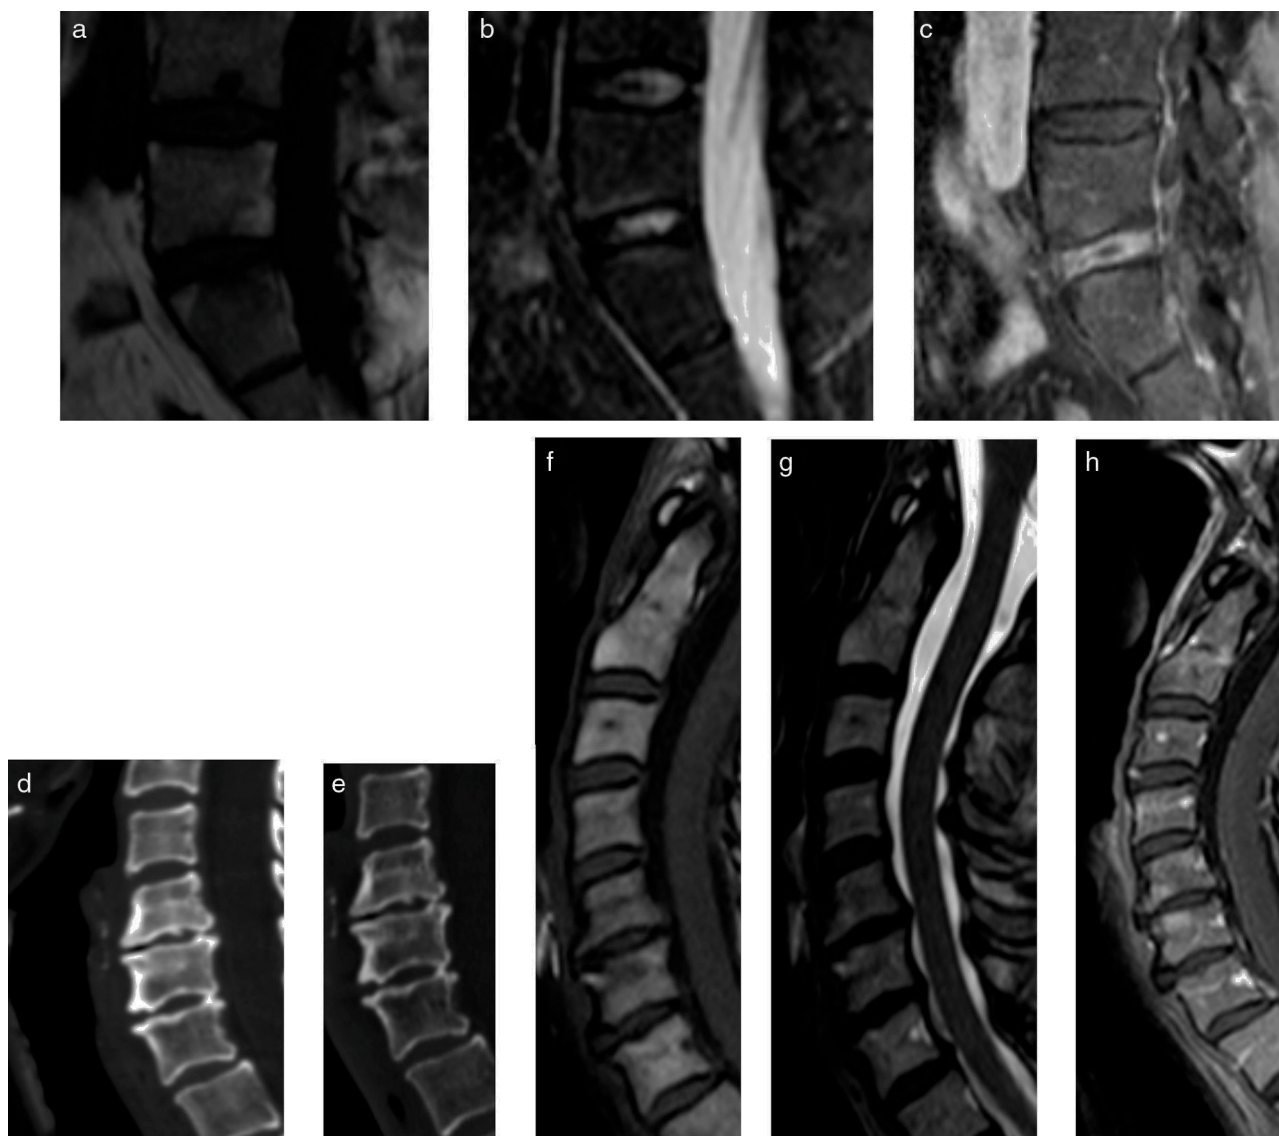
Lesión de Andersson a nivel lumbar y a nivel cervical de 2 pacientes diferentes. Las imágenes (a-c) son cortes seleccionados de RM de columna lumbar donde se observan signos de osteítis descritos previamente en plataformas adyacentes a disco L5-S1, además de realce discal periférico, sin componente de partes blandas ni colecciones en secuencia con gadolinio intravenoso. Nótese que el disco L4-L5 no presenta los signos de osteítis ni realce discal. Nótese que no hay compromiso de otras plataformas discales contiguas. Las imágenes (d-h) son cortes seleccionados de RM en columna cervical demostrando el mismo fenómeno. Nótese el aumento de densidad ósea en plataformas cervicales adyacentes al disco afectado y signos de osteítis en RM, con disminución de altura del disco afectado (segundo disco mostrado de arriba hacia abajo, nivel C5-C6).
